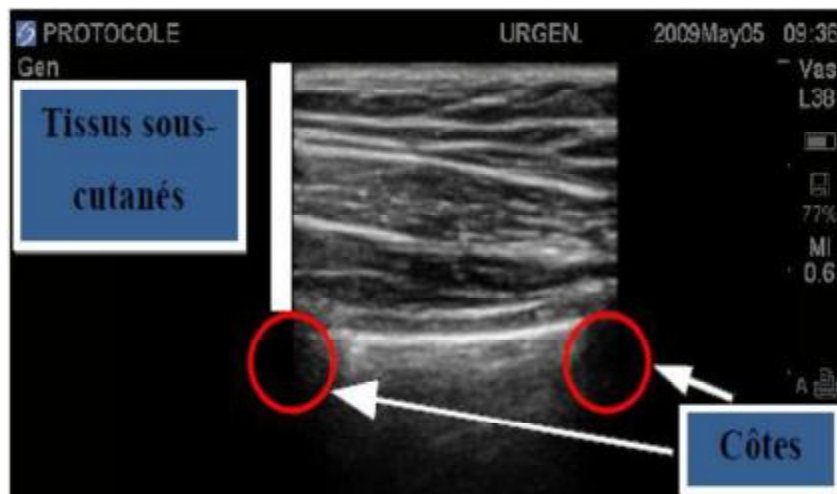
Structures anatomiques fixes en échographie pulmonaire. Les tissus sous-cutanés et une ligne échodense horizontale reliant 2 côtes.
